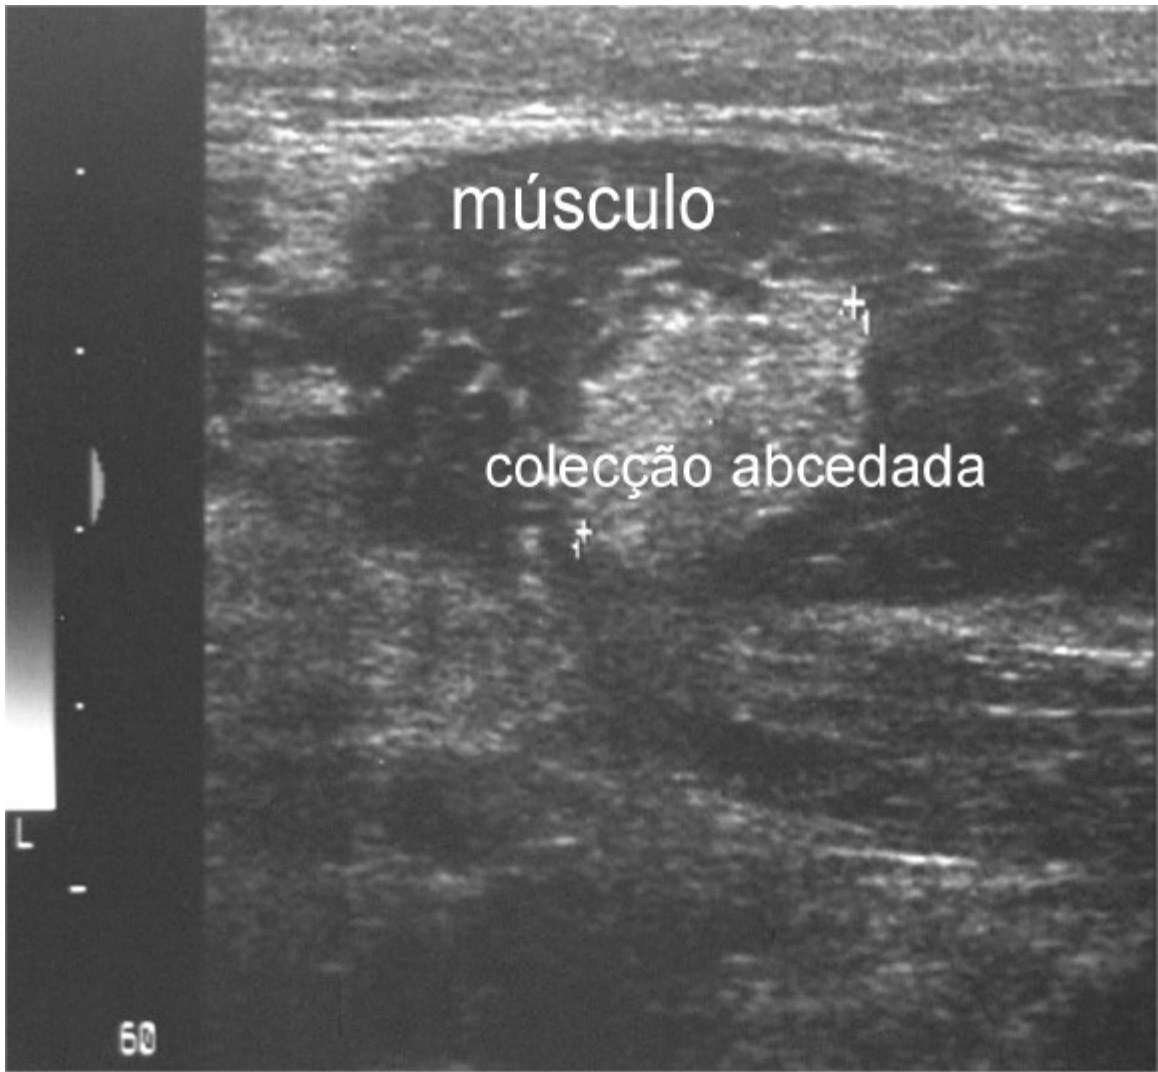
Ecografia da parede torácica (corte transversal)
